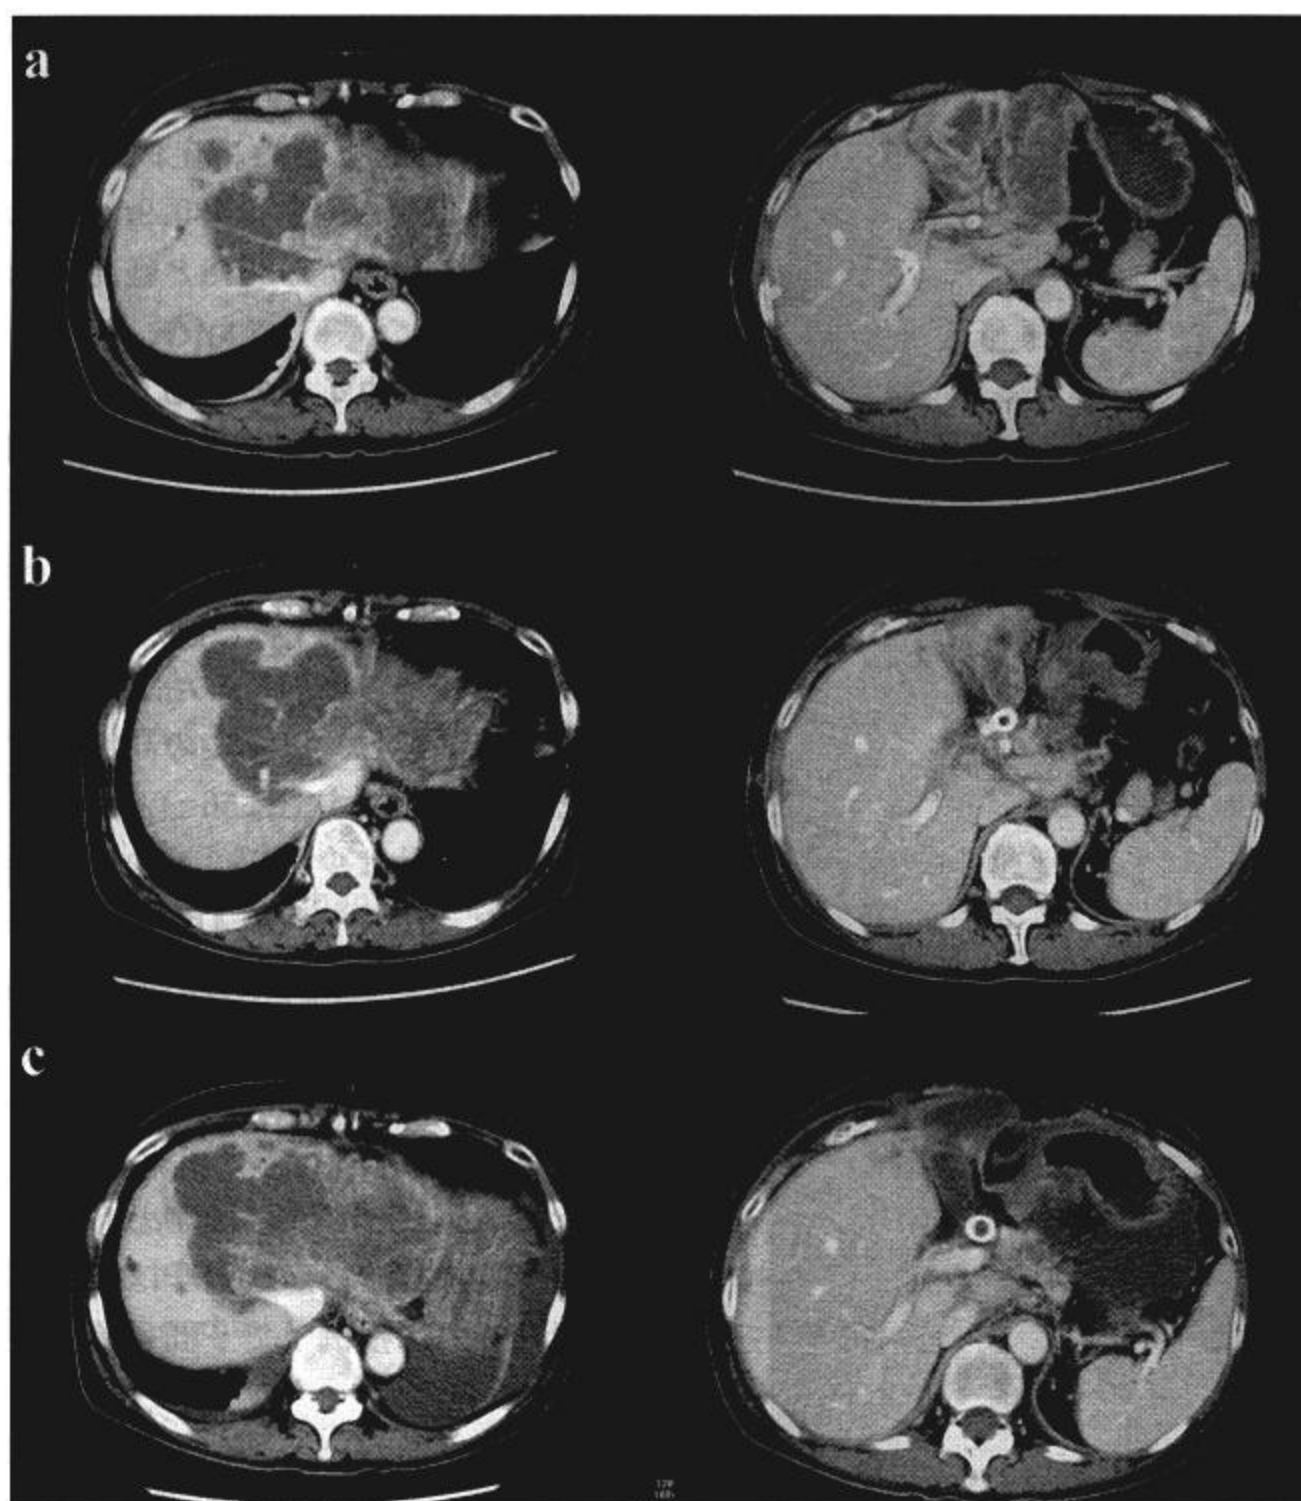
The effects of PCS evaluated with CT (non responder case, patient 2).
